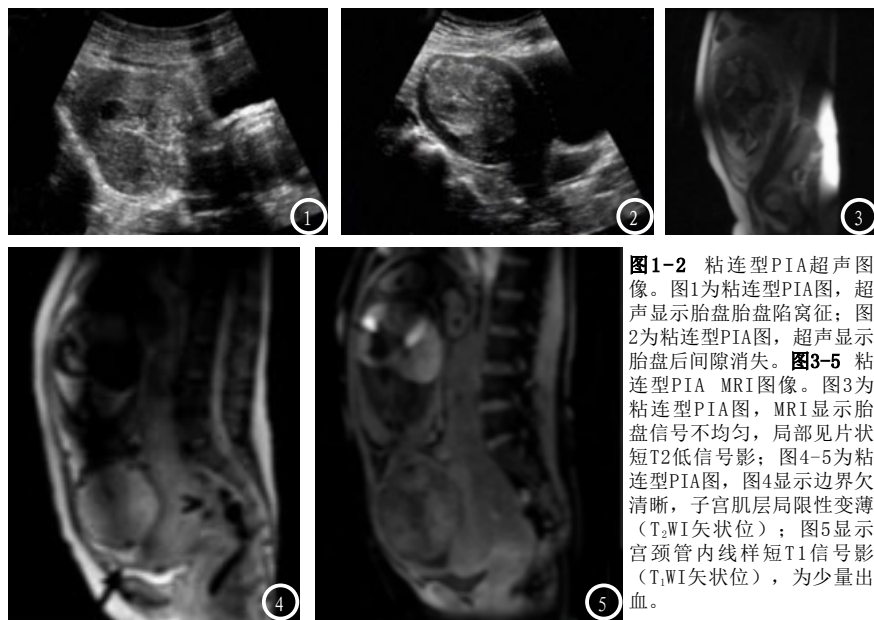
粘连型PIA超声图像。图1为粘连型PIA图，超声显示胎盘胎盘陷窝征；图2为粘连型PIA图，超声显示胎盘后间隙消失。图3-5 粘连型PIA MRI图像。图3为粘连型PIA图，MRI显示胎盘信号不均匀，局部见片状短T2低信号影；图4-5为粘连型PIA图，图4显示边界欠清晰，子宫肌层局限性变薄（T₂WI矢状位）；图5显示宫颈管内线样短T1信号影（T₁WI矢状位），为少量出血。
